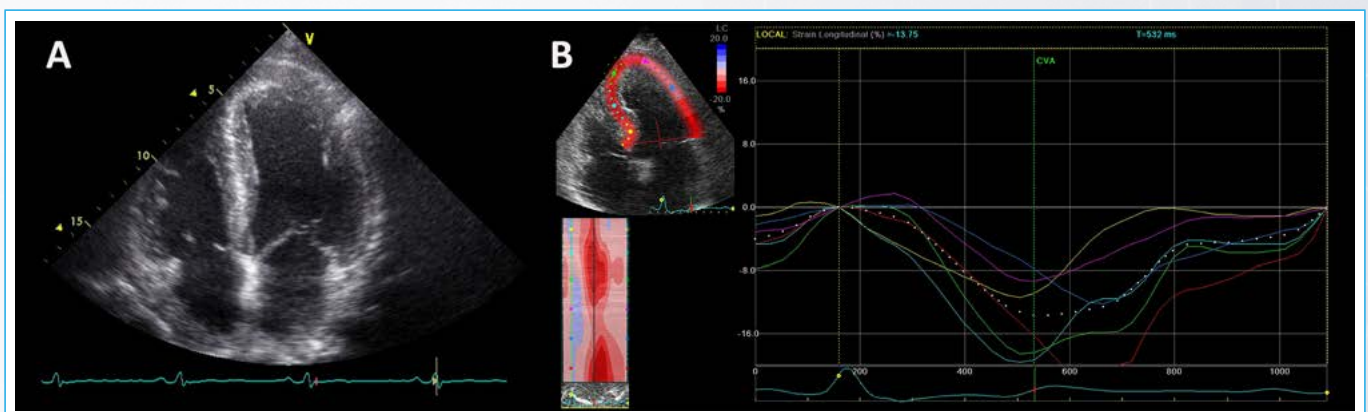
Ecocardiografía en paciente con enfermedad de Anderson-Fabry en plano apical de cuatro cámaras, demostrando hipertrofia concéntrica grave (A) y *strain* longitudinal de cuatro cámaras (B) en el que se observa reducción del *strain* longitudinal global
